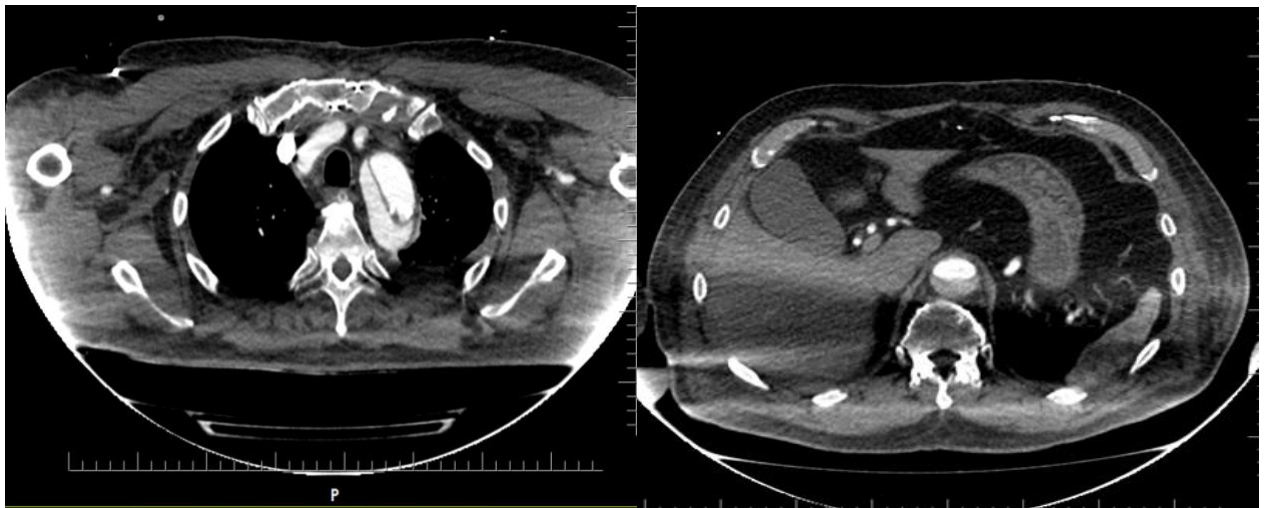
Мультиспиральная компьютерная томография аорты с болюсным контрастным усилением и ЭКГ-синхронизацией, аксиальная плоскость, пациента А., (восходящая и нисходящая аорта)
